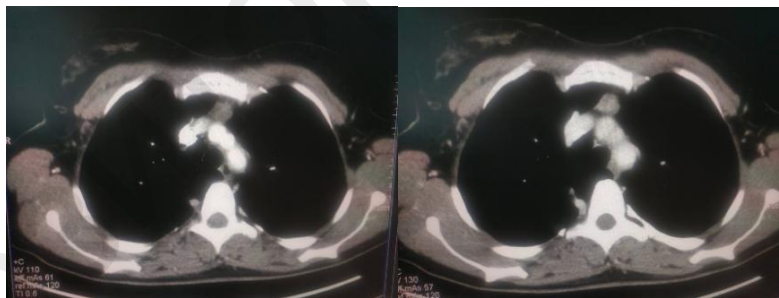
КТ ОГК с контрастированием
